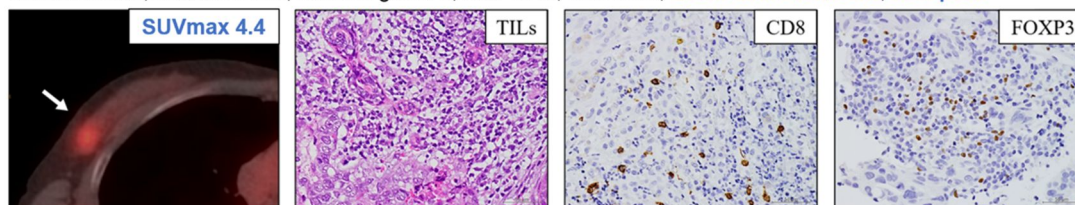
CD8/FOXP3 ratio と PET/CT の SUVmax および pCR の関連を示す代表的な症例
